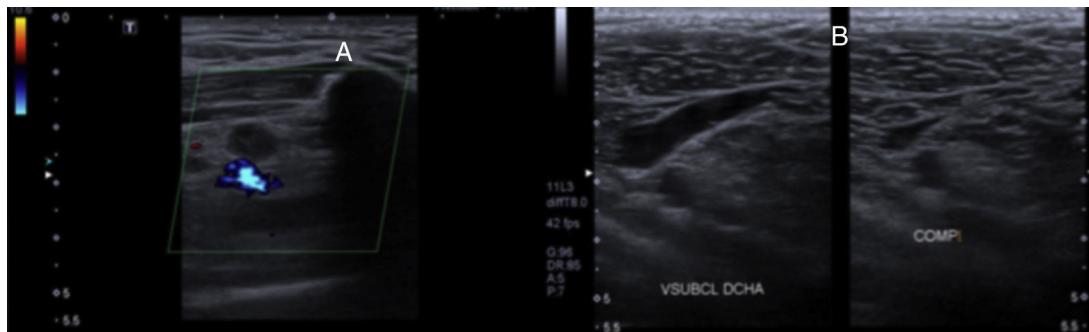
A) Ecografía Doppler en la cual se observan imágenes hipoeocogénicas en la vena subclavia sospechando trombosis venosa profunda. B) Ecografía Doppler a los 6 meses del traumatismo y tratamiento con anticoagulación en la cual no se evidencian imágenes de trombosis y se observa una vena subclavia permeable y elástica.
